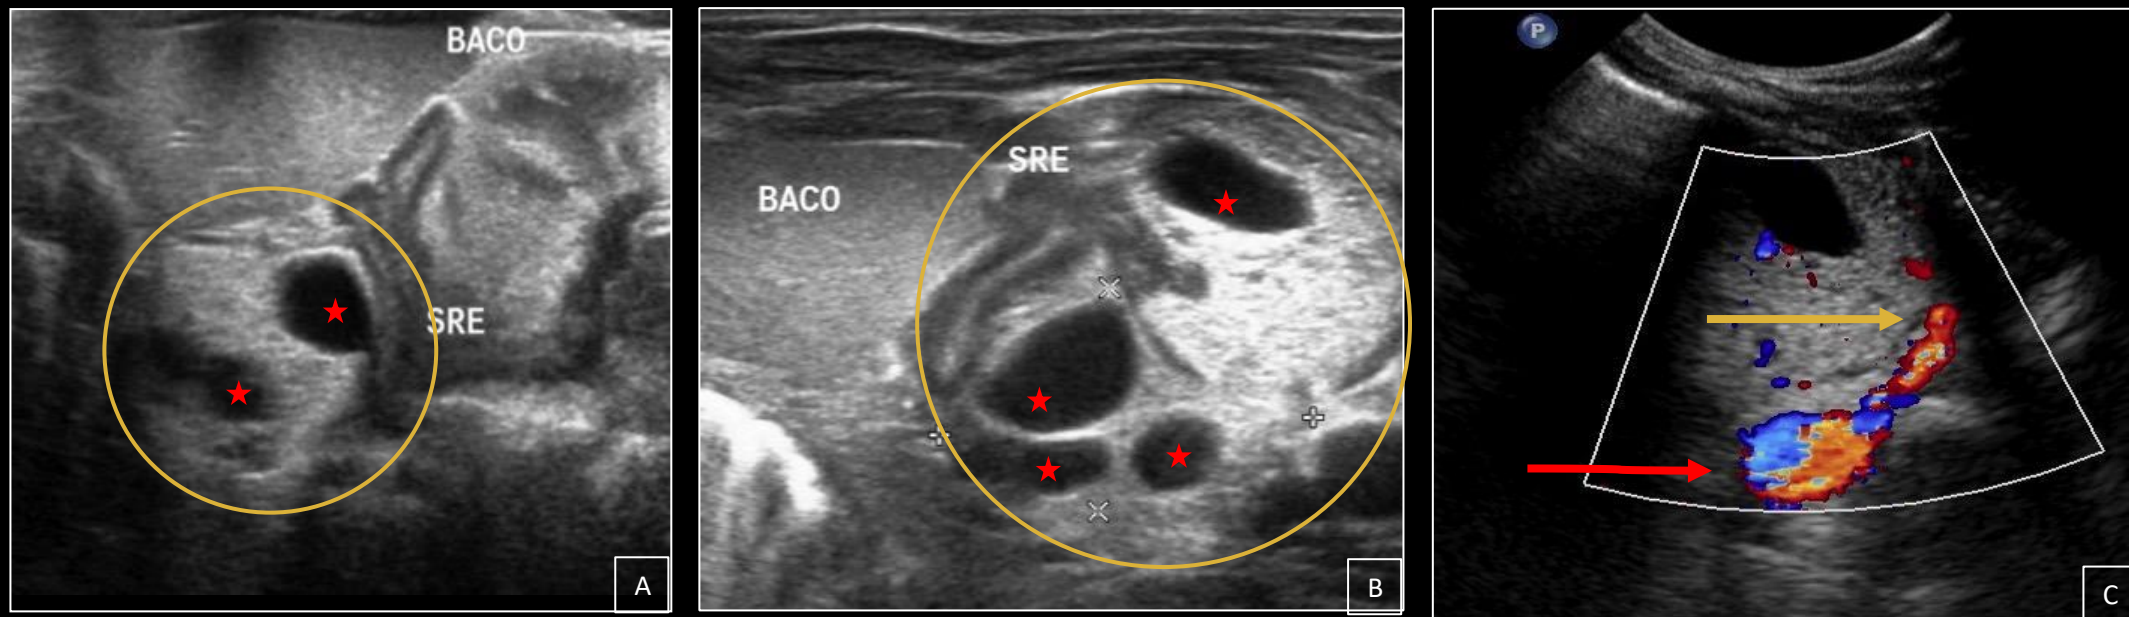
USG abdominal de um RN evidenciando uma massa heterogênea hiperecótica (círculos amarelos) com áreas císticas de permeio (estrelas vermelhas) localizada adjacente à glândula adrenal esquerda, representando sequestro pulmonar extralobar infradiafragmático associado à Malformação Congênita das Vias Aéreas Pulmonares/Malformação Adenomatóide Cística. (C) Artéria sistêmica anômala (seta amarela) originada da aorta torácica descendente (seta vermelha) nutrindo o sequestro pulmonar extralobar.
